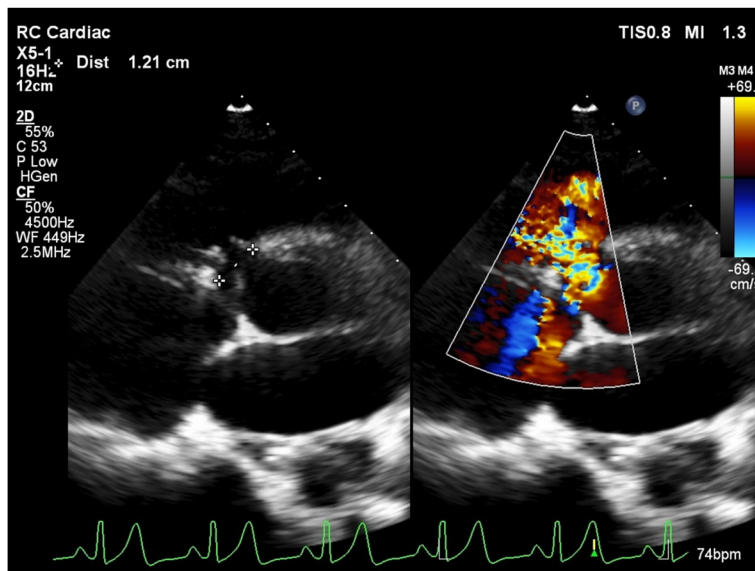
Preoperative echocardiography. Interventricular communication is seen around the perimembranous portion. The septal leaflet of the tricuspid valve forms membranous septal aneurysm, restricting the left-to-right blood flow. A hyper echoic nodular shadow was seen at the base of the MSA.
